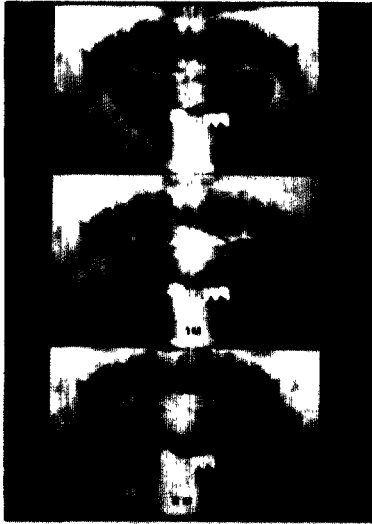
상악에 발생한 악골 결손부에 치아회분말과 연석고를 혼합매식한 후의 방사선 소견
